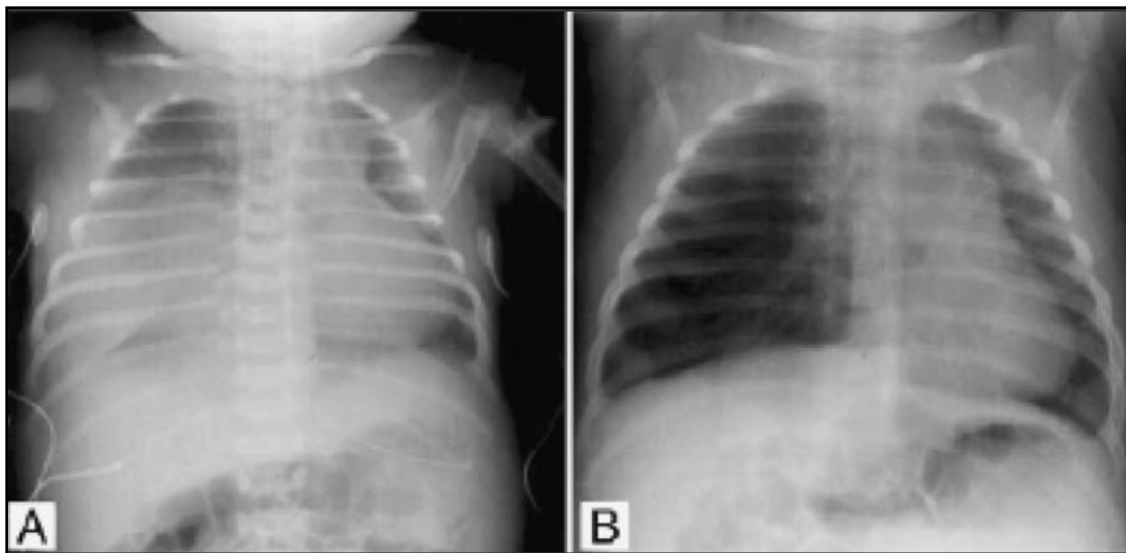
A) Radiografía anteroposterior de tórax de un recién nacido que muestra una imagen densa en hemitórax derecho, que corresponde a un ELC ocupado por líquido pulmonar. B) El mismo niño unos días más tarde, se observa imagen hiperlúcida en el mismo lóbulo con desviación mediastínica a la izquierda. Linares M. Malformaciones pulmonares: Enfisema lobar congénito. *Neumol Pediatr* 2011; 6 (3): 138-142
